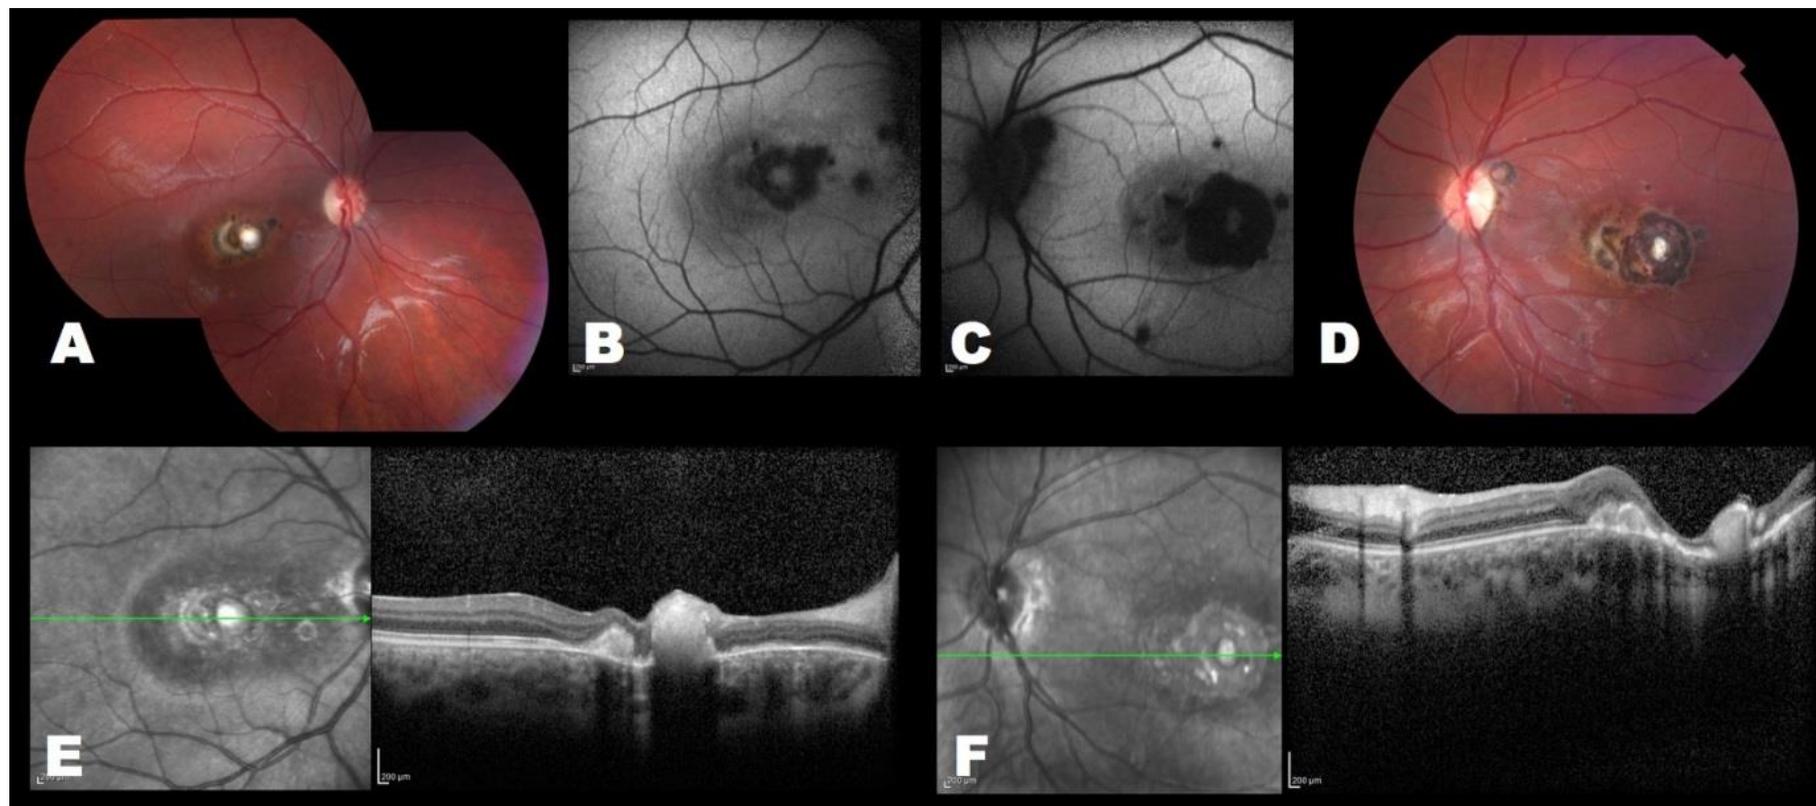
Aspecto região macular do olho direito (A, B e E) e esquerdo (C, D e F) de criança com toxoplasmose congênita. A e D. Retinografia colorida, mostrando as cicatrizes predominantemente pigmentadas, tomando o centro da fóvea de ambos os olhos. B e C. Autofluorescência delimitando as cicatrizes, que poupam parte da fóvea. E e F. Imagem de reflectância em infravermelho (*near infra-red*) e corte correspondente à tomografia de coerência óptica, delineando as cicatrizes retinocoroideanas, que determinam desorganização da estrutura macular. Surpreendentemente, a criança manifestava perda visual leve (AV de 20/50 no OD e 20/125 no OE, apresentando índices de QV > 0,80).
